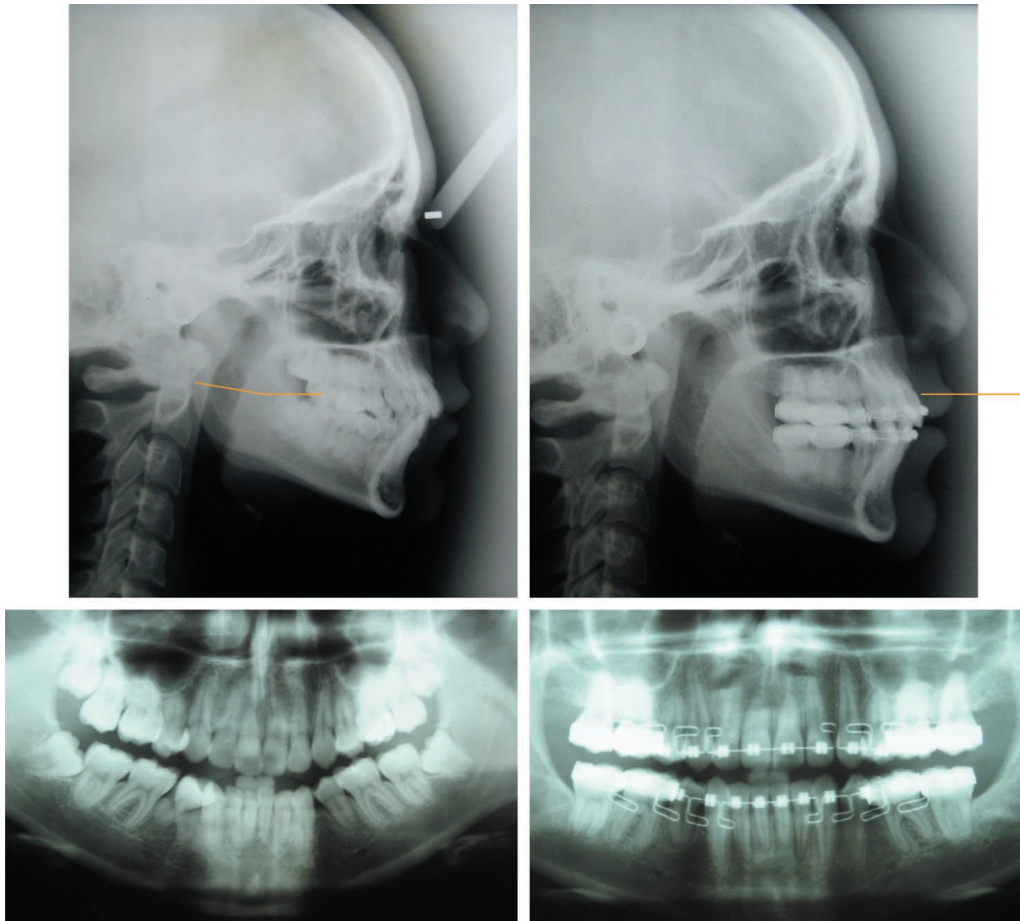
Teleradiografías, ortopantomografías y Rxs ATM, antes y al término de tratamiento. Nótese la corrección del plano oclusal, y el enderezamiento de los sectores posteriores.
